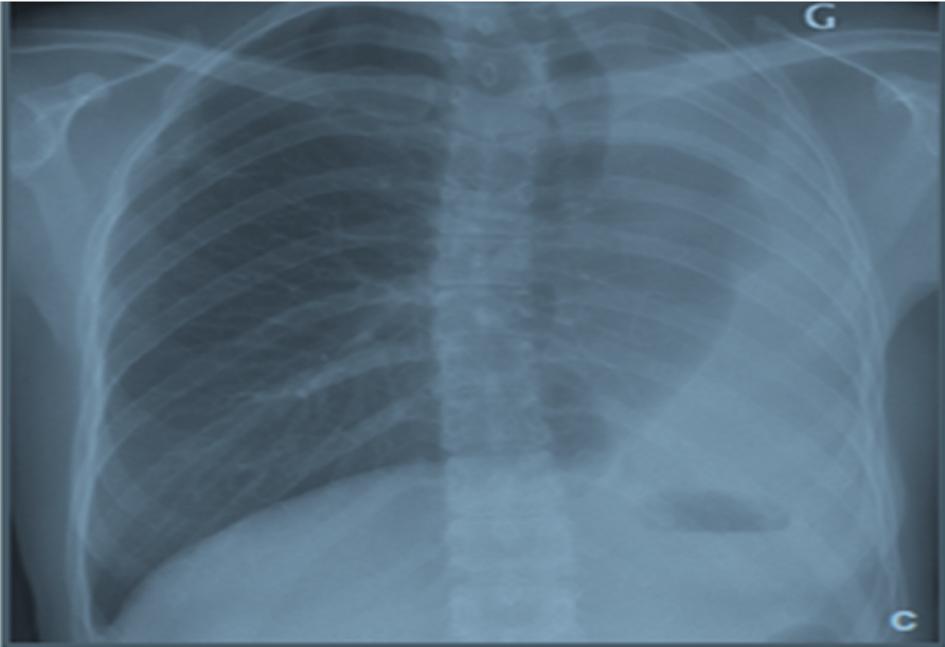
Radiographies thoraciques (réalisées respectivement lors du bilan initial, à trois et six mois) (A-C) et coupes TDM en fenêtre pulmonaire (D) et médiastinale (E) à six mois montrant la sténose de la bronche souche gauche et l'atélectasie complète du poumon d'aval.
